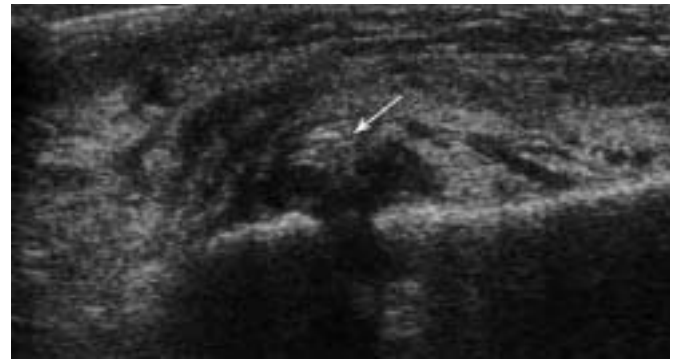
Hématome juxta-physaire. Échographie centrée sur la zone douloureuse de la tête proximale du cinquième métatarsien. Formation hétérogène en regard de la physse (flèche) en rapport avec un hématome probablement secondaire à une lésion physaire traumatique.
